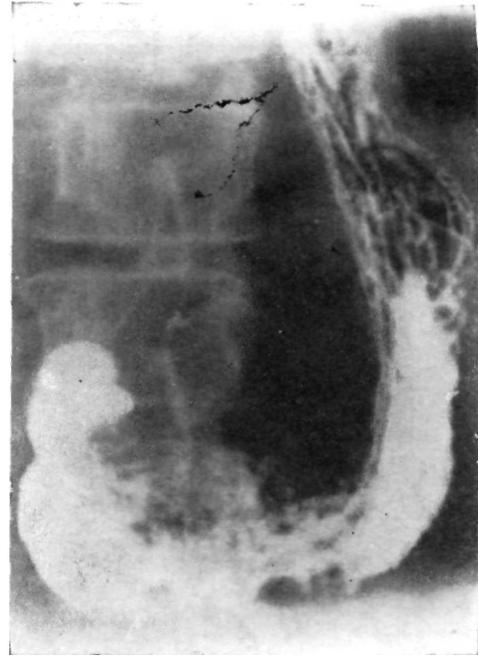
Рентгенограмма желудка больного раком головки и тела поджелудочной железы. Контуры антральной части желудка нечеткие, и отмечается вдавление по малой его кривизне. Картина характерна для прорастания раком поджелудочной железы стенки желудка.
